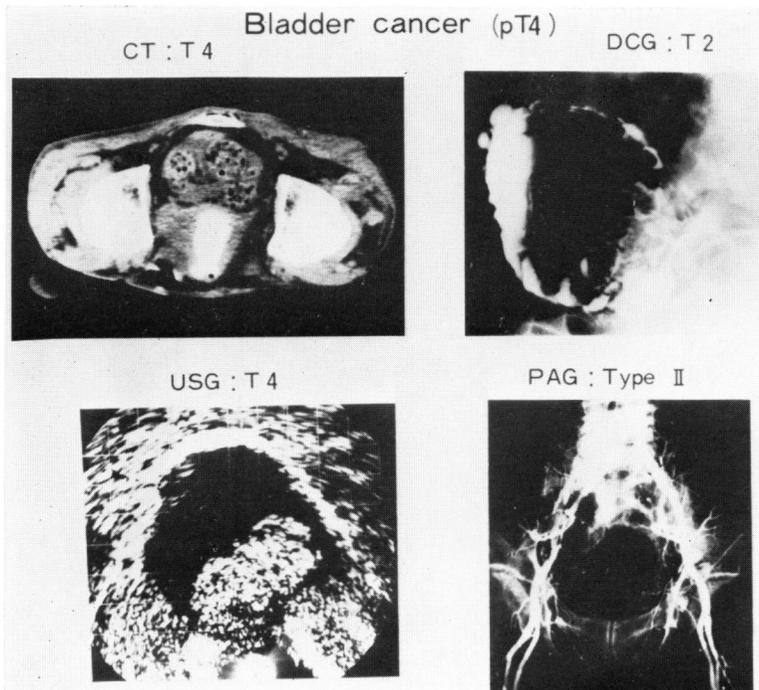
High stage bladder cancer. Detail of extravesical invasion can be known on CT.
